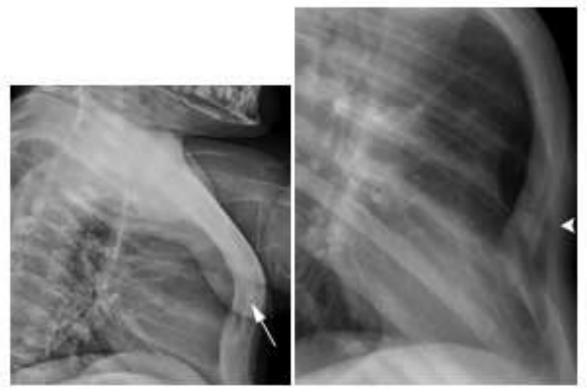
Radiografia de tórax em perfil mostrando Pectus carinatum e Pectus excavatum em crianças
